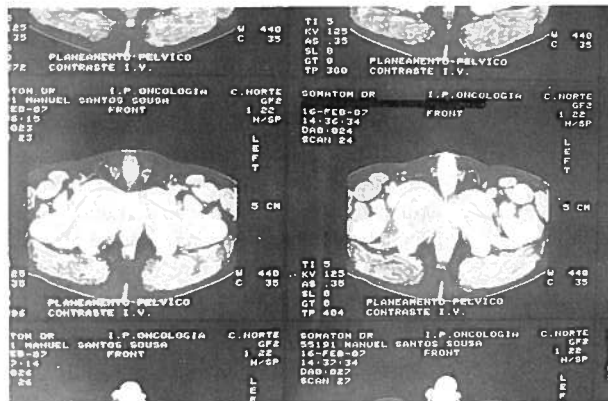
TAC de planeamento do tratamento de Radioterapia
